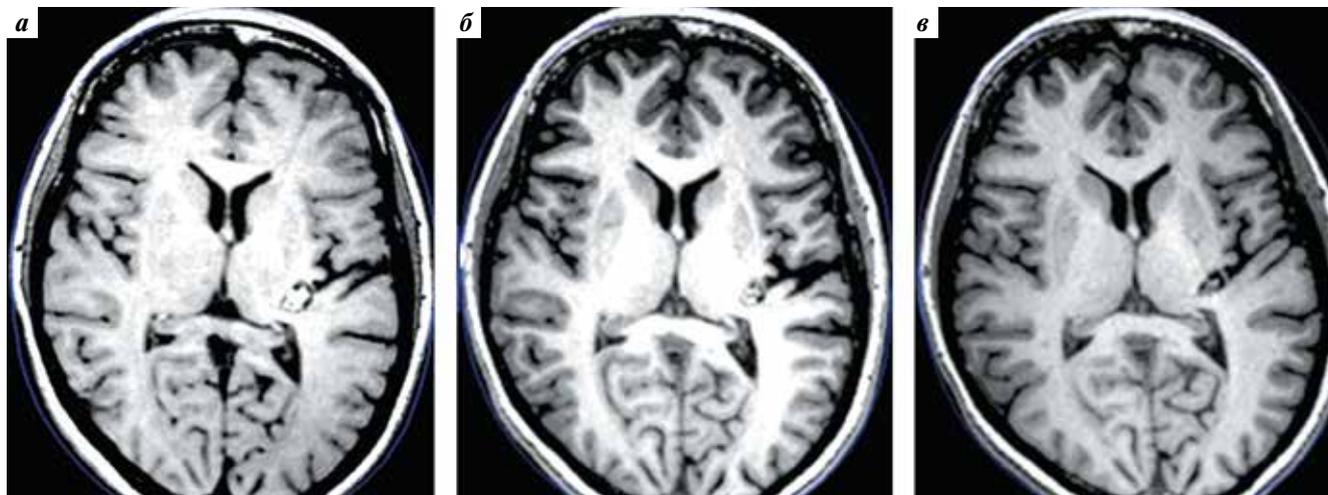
Контрольные магнитно-резонансные томограммы головного мозга через 24 (а), 32 (б) и 42 (в) мес после проведенного радиохирургического лечения кавернозной мальформации базальных ядер левого полушария головного мозга
